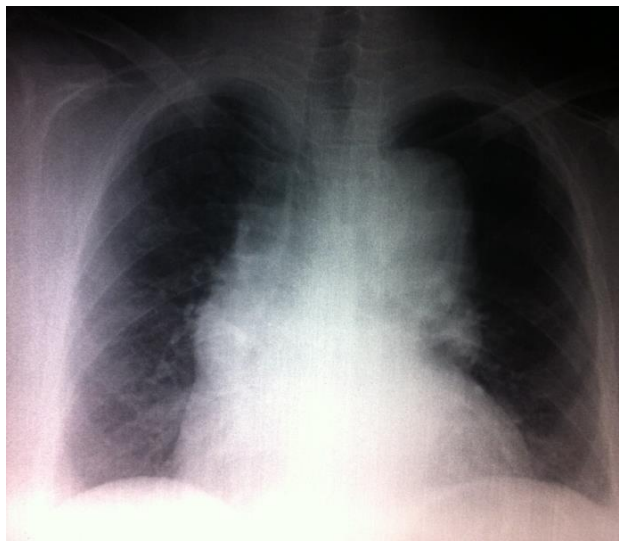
Radiographie du thorax montrant un élargissement médiastinal
